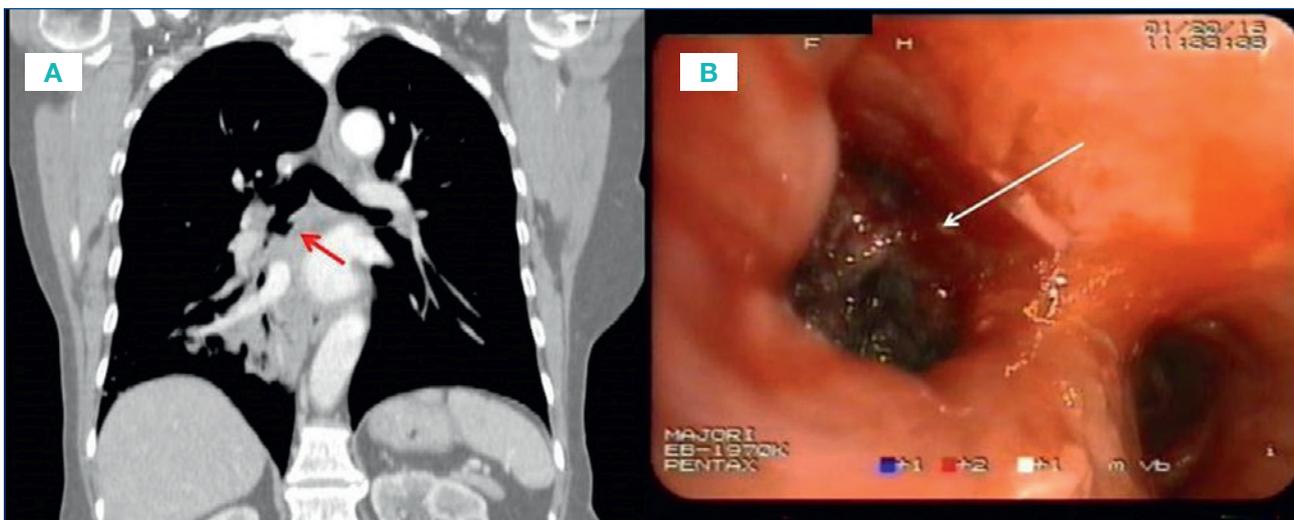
Immagine TC ricostruita sul piano coronale che documenta, a livello della parete mediale del bronco principale destro, estroflessione sacciforme a contenuto aereo (Figura 3A, freccia rossa) verosimilmente corrispondente alla soluzione di continuo della mucosa e della parete mediale del bronco suddetto, a margini regolari, con al suo interno materiale di colorito nerastro (freccia bianca) (Figura 3B), suggestiva per fistola tracheobronchiale, apprezzabile dal versante endoscopico.
